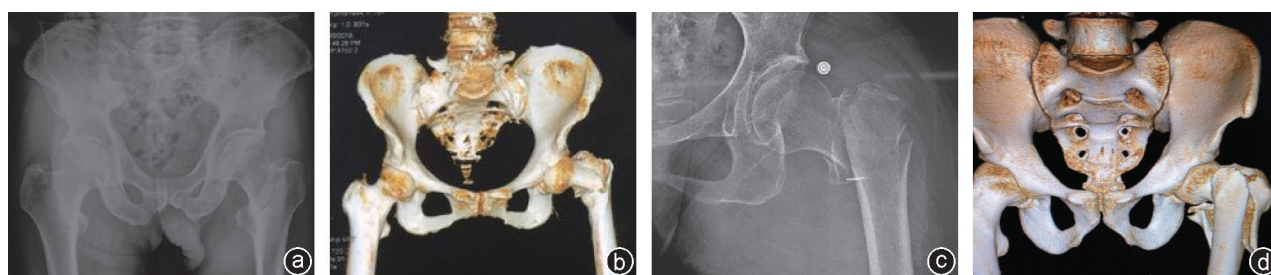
股骨转子间骨折(Evans分型)骨盆正位X线片及CT三维重建片 a、b:左顺转子间骨折骨盆正位X线片和CT三维重建片;c、d:左逆转子间骨折骨盆正位X线片和CT三维重建片
